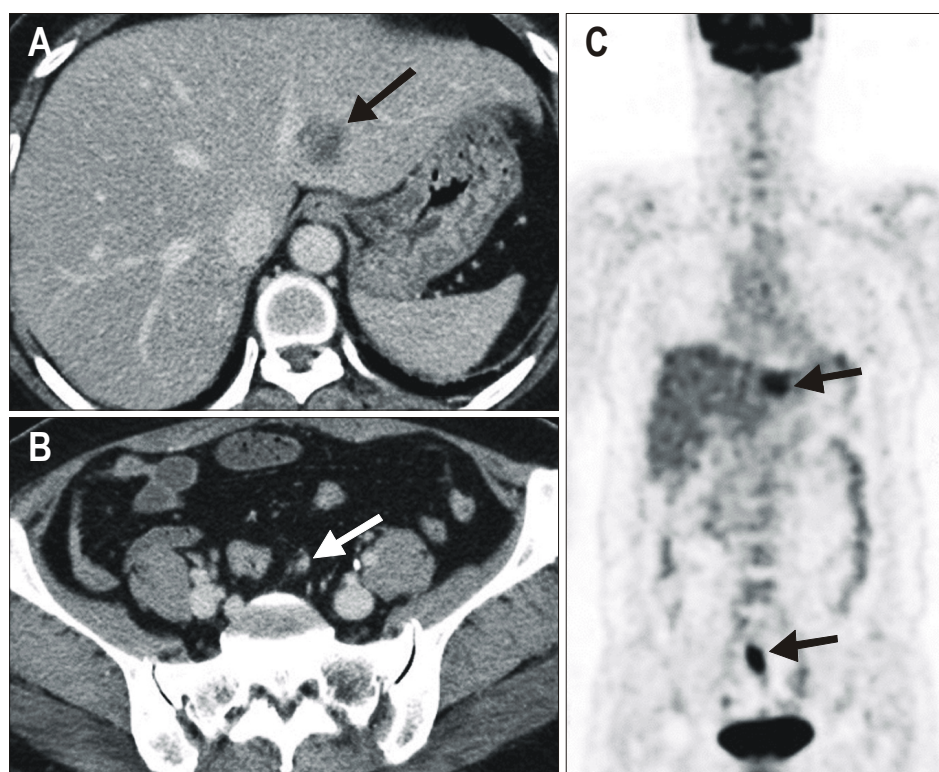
Recurred colon cancer. (A) CT of the abdomen shows a mass in left lobe of the liver. (B) A peritoneal seeding nodule or lymph node along the superior rectal vessel. (C) FDG PET shows two foci of increased FDG uptake in the liver and pelvis, respectively. The nodule in the pelvis on abdominal CT can be found only after PET reveals a focus in the pelvis. FDG PET is known to be very useful in selecting those patients who would benefit from surgery for resectable liver metastasis.
